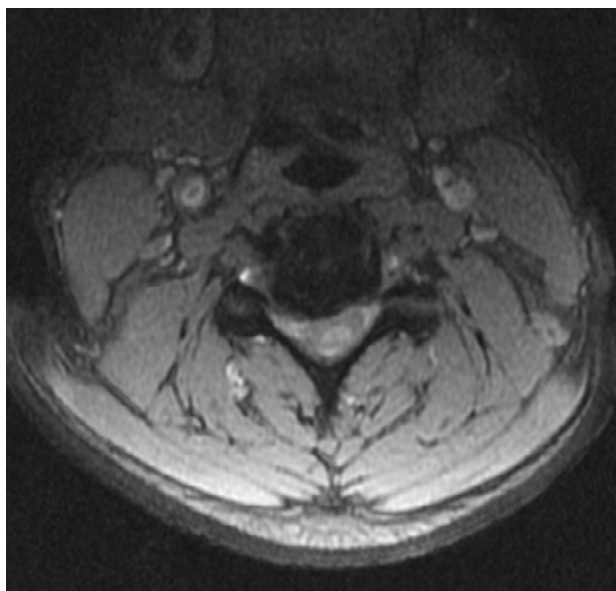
Corte axial de resonancia magnética cervical en el que se aprecia severa estrechez del canal.
